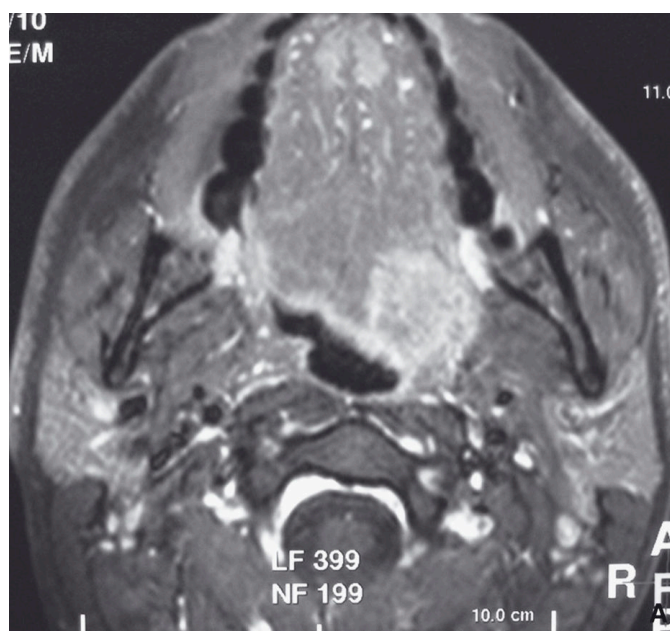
IRM en coupe axiale, séquence T1 avec injection de gadolinium : tumeur de base de langue gauche sans atteinte de la ligne médiane (37)
